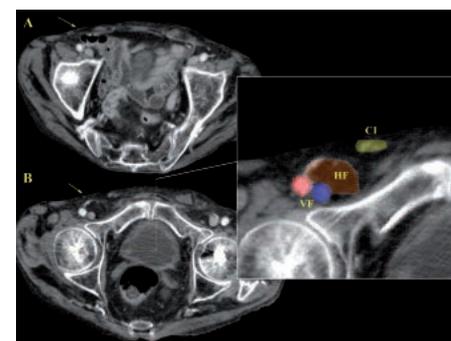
Hernia femoral. Imágenes transversales de TC que demuestran la herniación de un asa de íleon en un saco herniario en contacto con los vasos femorales comunes derechos (VF). En la imagen ampliada (B) se puede observar el conducto inguinal y sus componentes (CI) desplazados anterior y medialmente al saco herniario (HF).
